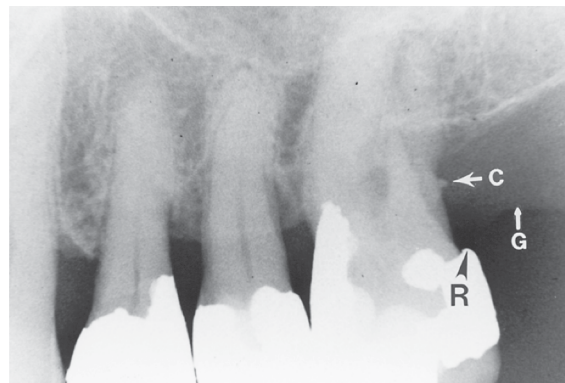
Radiografía en la que se observa un depósito de cálculo en forma de “espolón” (C) en la cara distal del primer molar maxilar izquierdo, apical a la restauración metálica colgante (R). La flecha (G) señala el nivel coronal de los tejidos gingivales para hacer notar la existencia de un depósito subgingival de cálculo. (Cortesía del Dr. WK Grigsby, University of Iowa College of Dentistry.
